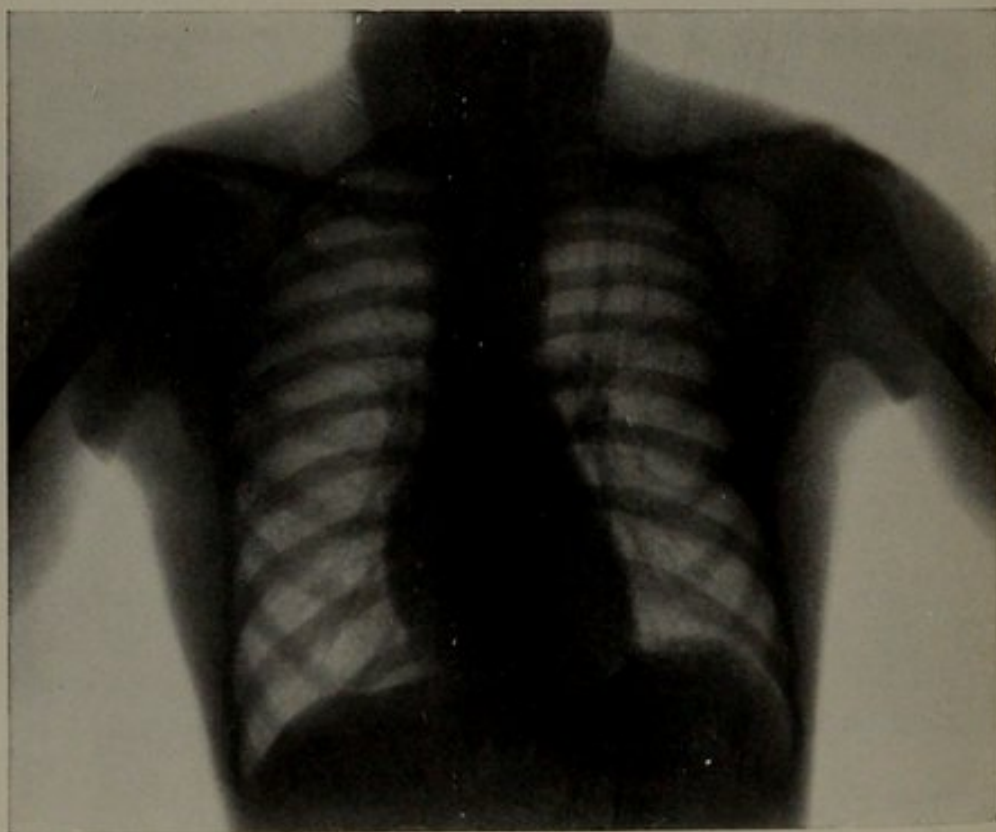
Teleröntgenogramm desselben Falles bei 2 m Röhrenabstand.
